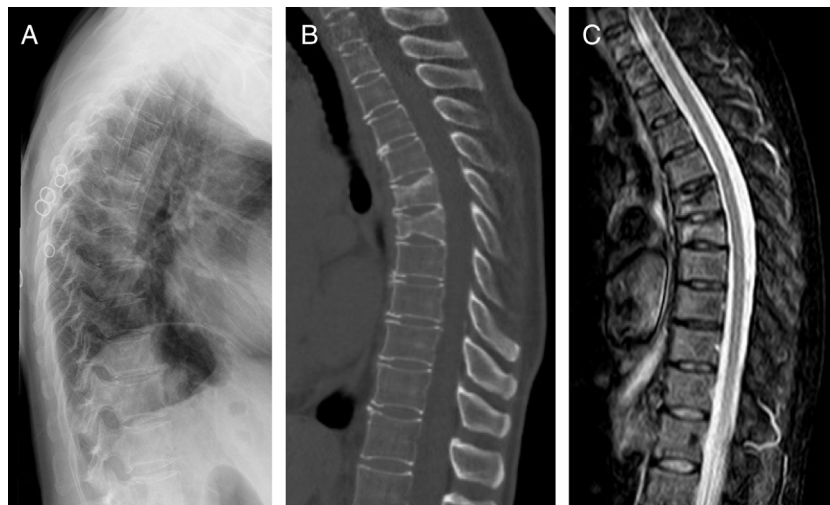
Imágenes de las fracturas vertebrales en D6 y D7 del caso 10. Radiografía simple de columna dorsal lateral (A). Corte sagital de TC de columna dorsal (B). RM de columna dorsal en secuencia T2-STIR (C).
